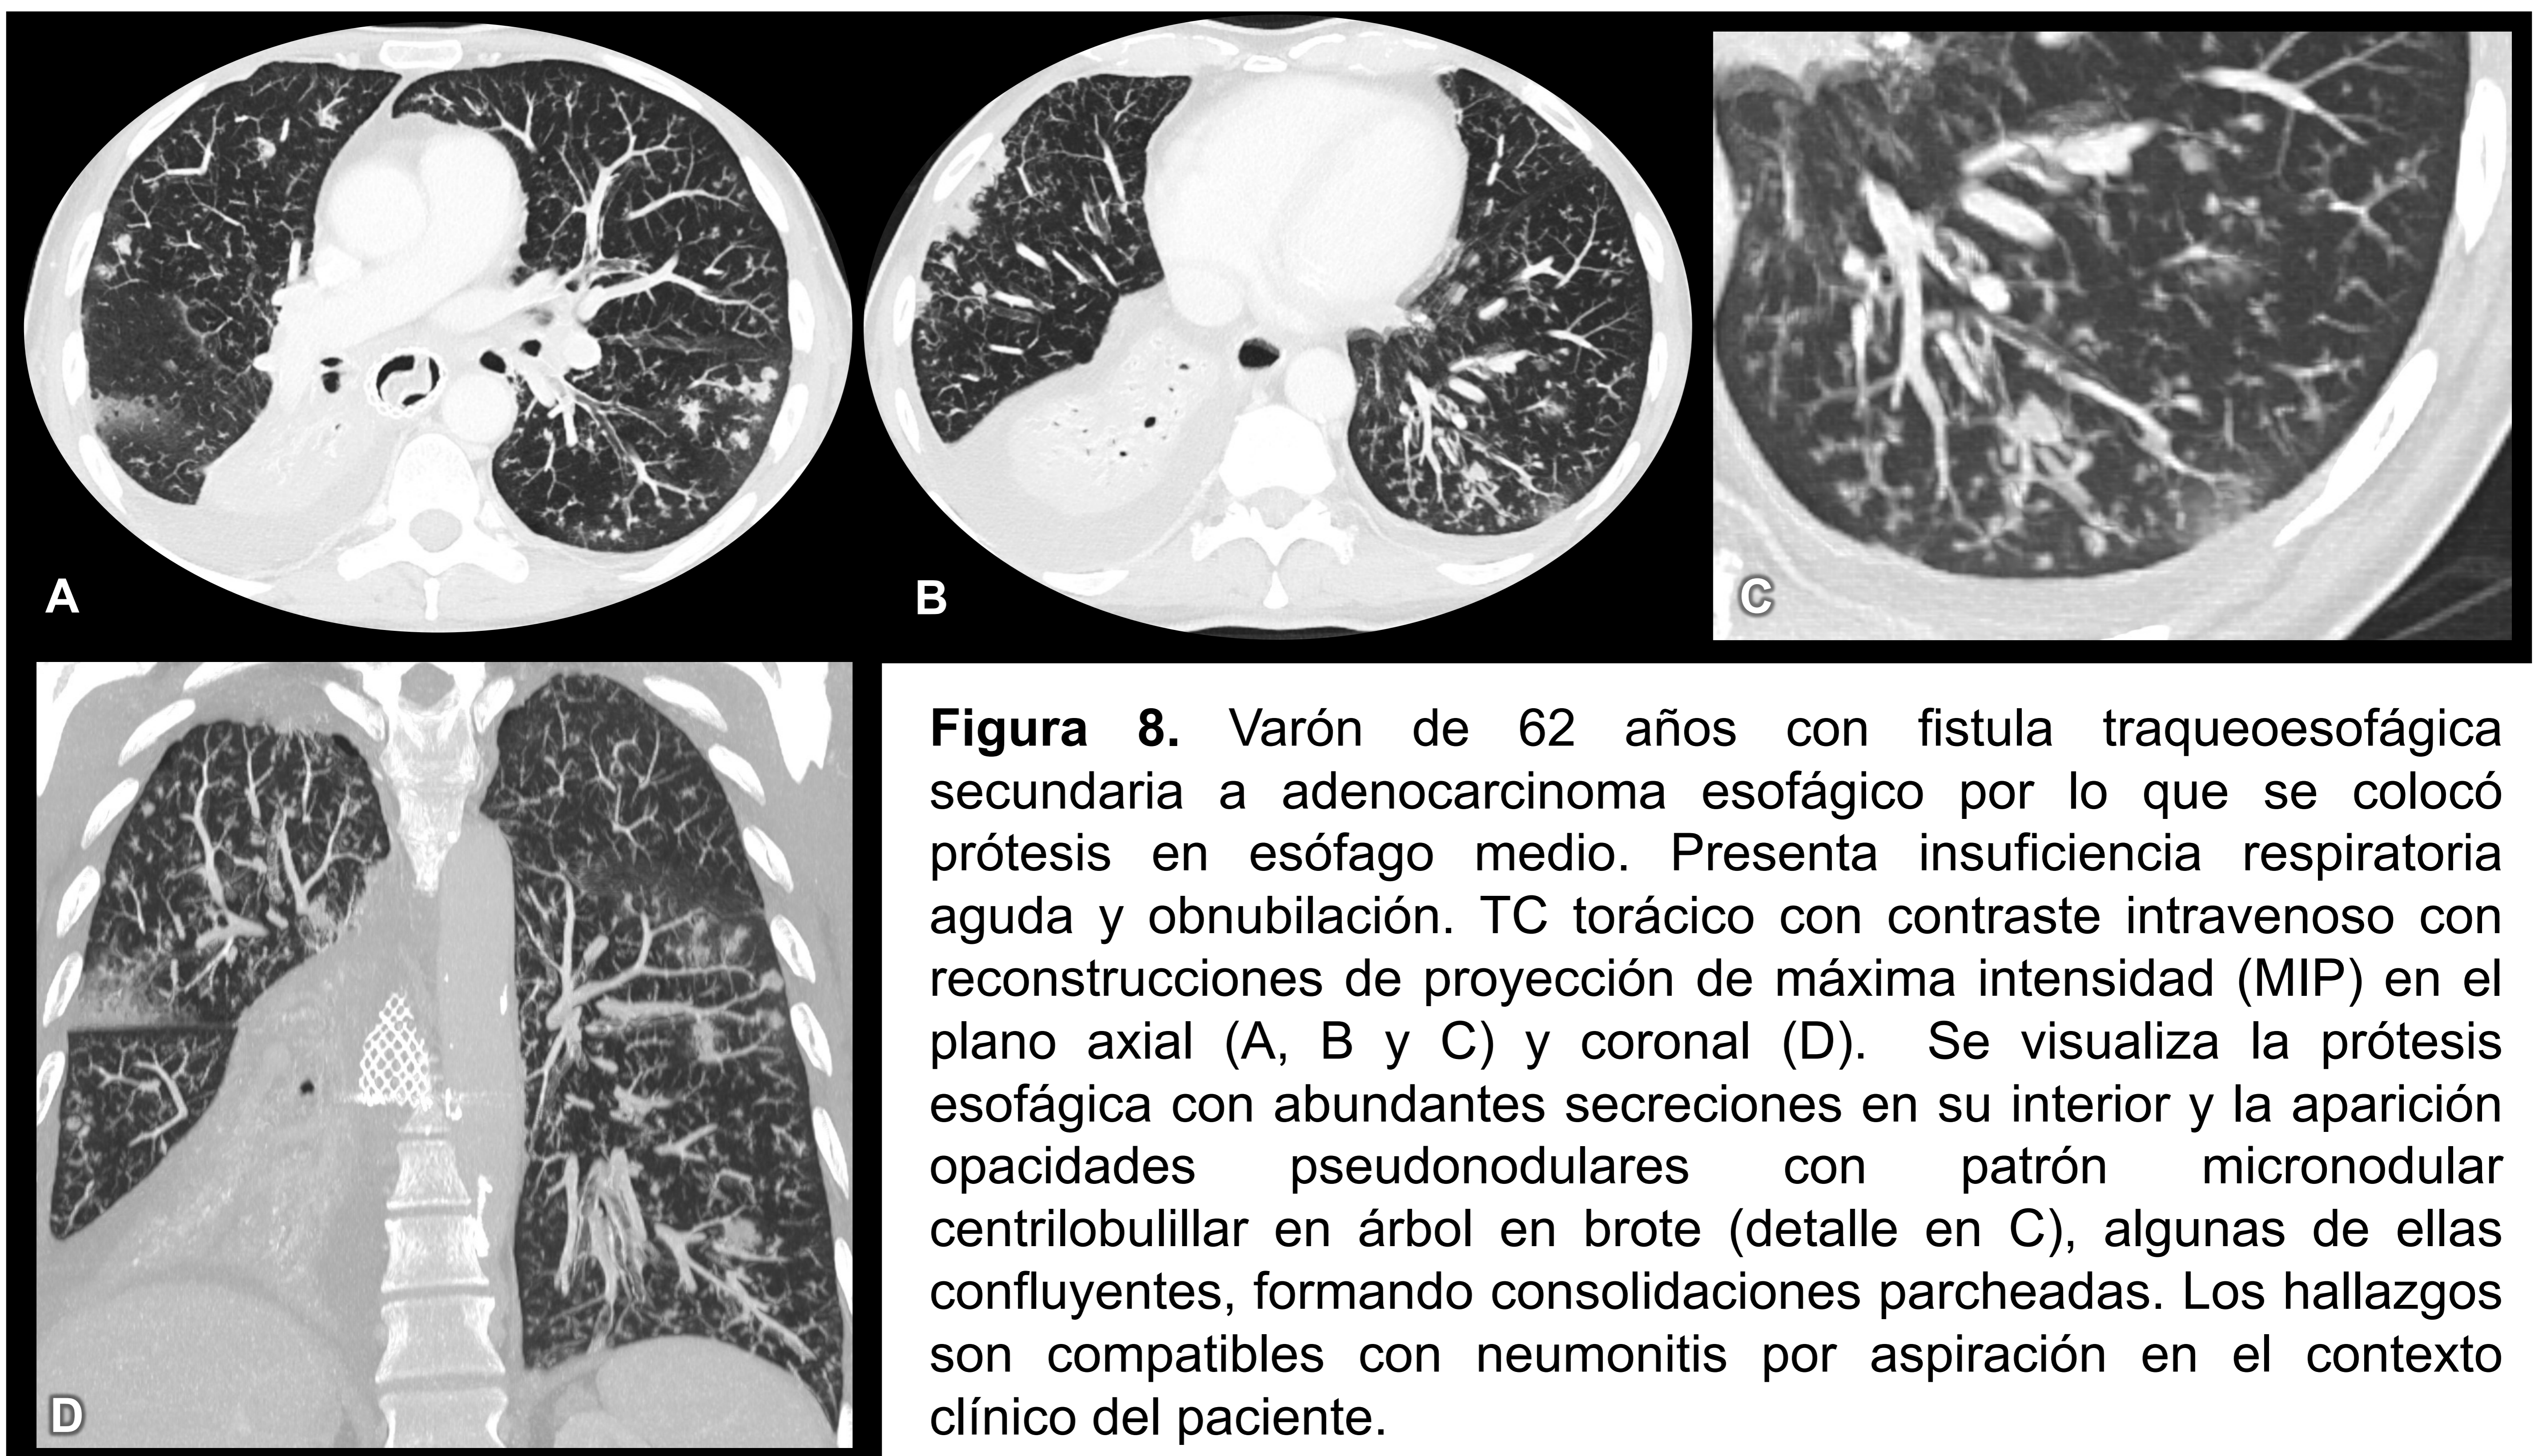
Varón de 62 años con fistula traqueoesofágica secundaria a adenocarcinoma esofágico por lo que se colocó prótesis en esófago medio. Presenta insuficiencia respiratoria aguda y obnubilación. TC torácico con contraste intravenoso con reconstrucciones de proyección de máxima intensidad (MIP) en el plano axial (A, B y C) y coronal (D). Se visualiza la prótesis esofágica con abundantes secreciones en su interior y la aparición opacidades pseudonodulares con patrón micronodular centrilobulillar en árbol en brote (detalle en C), algunas de ellas confluyentes, formando consolidaciones parcheadas. Los hallazgos son compatibles con neumonitis por aspiración en el contexto clínico del paciente.
